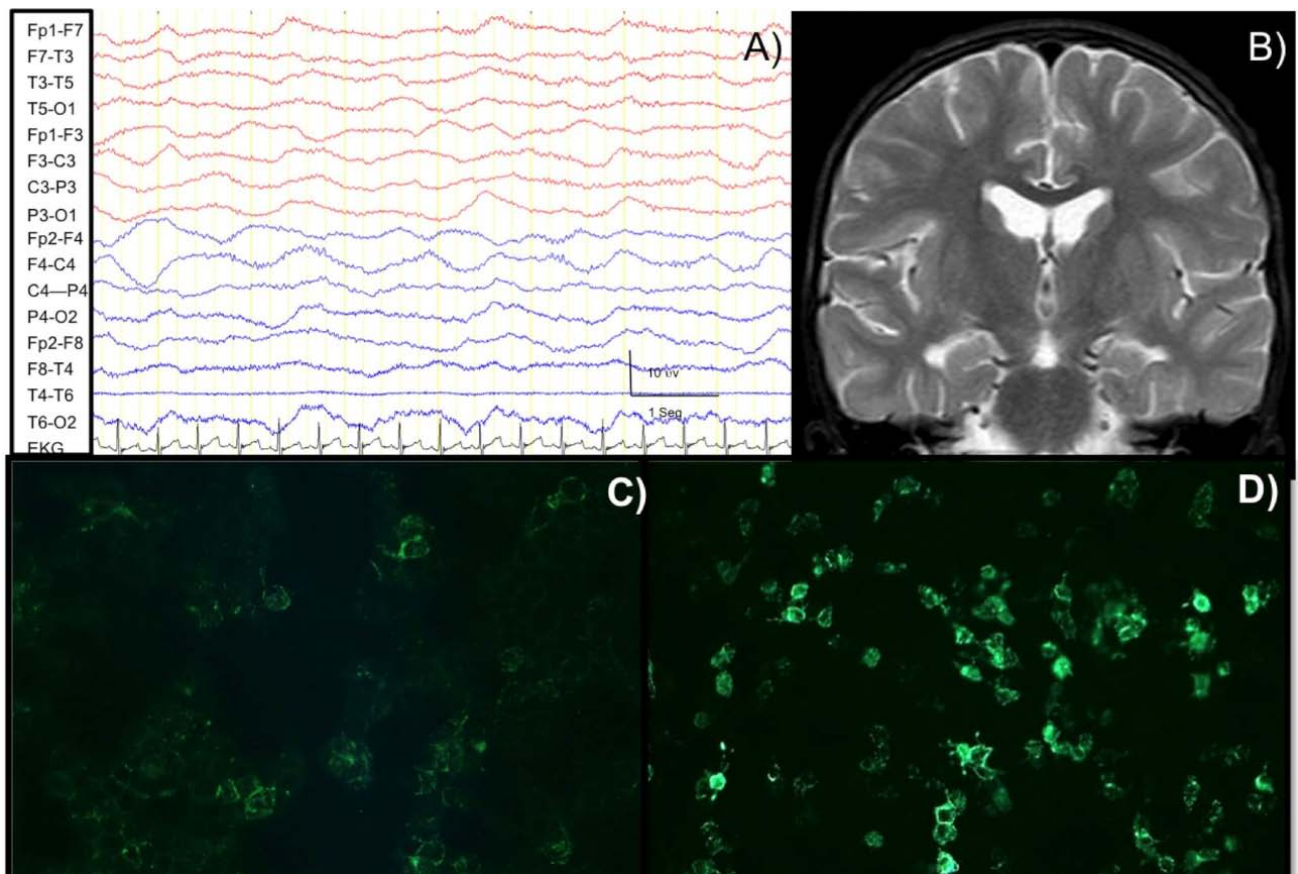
Patient 3 - A) Interictal EEG with slow background activity. B) Brain MRI coronal FLAIR normal. C-D) Indirect immunofluorescence. Substrate: transfected cells. Positive reaction with transfected cells expressing the NMDAR. C) Serum reactivity of the patient. D) CSF reactivity of the patient.
